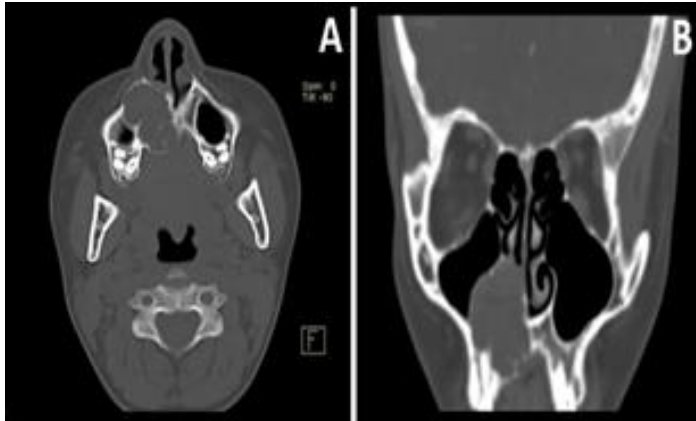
Tomografía de nariz y senos paranasales (A) Corte axial con presencia de lesión osteolítica expansiva de origen en maxilar derecho con remodelación y erosión ósea de la pared medial. (B) Corte coronal visualizándose lesión osteolíticas de dimensiones aproximadas de 32x21x32mm con leve realce al contraste, con obstrucción del conducto nasolagrimal.
